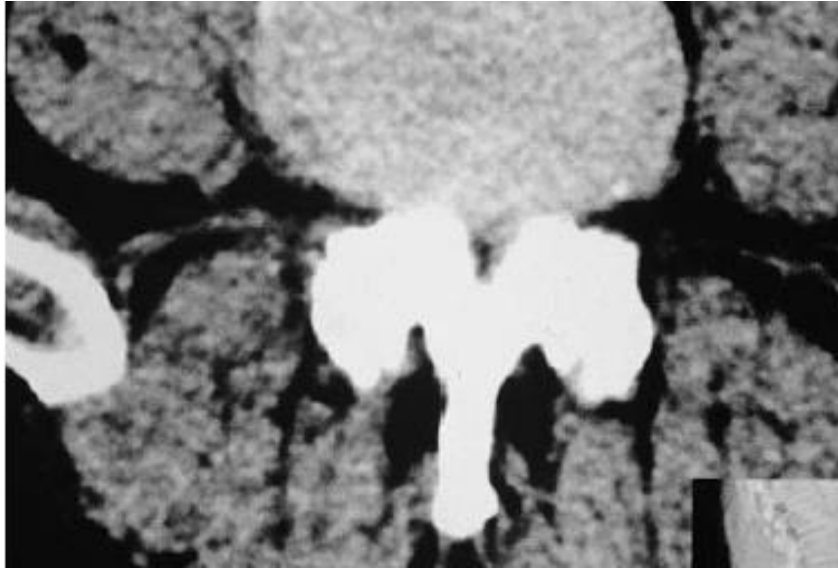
Proyección axial de un TAC, a nivel de L3, con grave ECL. Se observa con espacio mínimo del canal.
